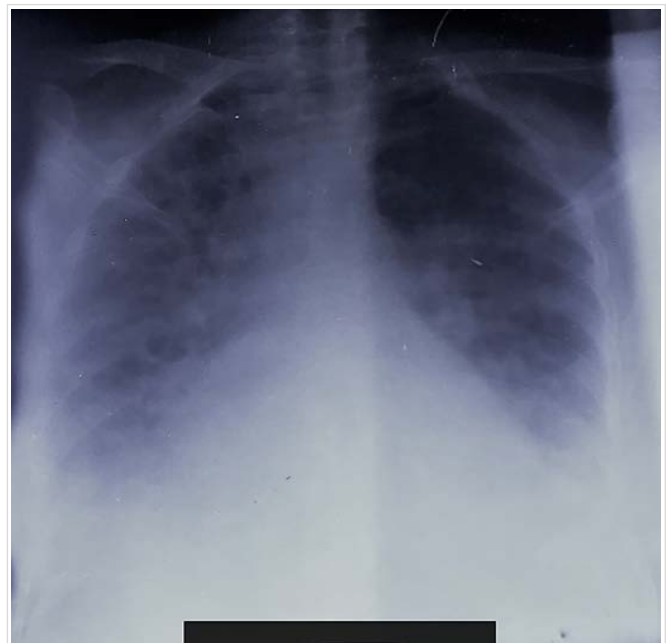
Anteroposterior chest radiograph (portable). Inflammatory lesions are observed towards the bases of both lung fields with slight right pleural effusion. Enlarged cardiac silhouette is visible (non-telecardiogram distance assessment).
